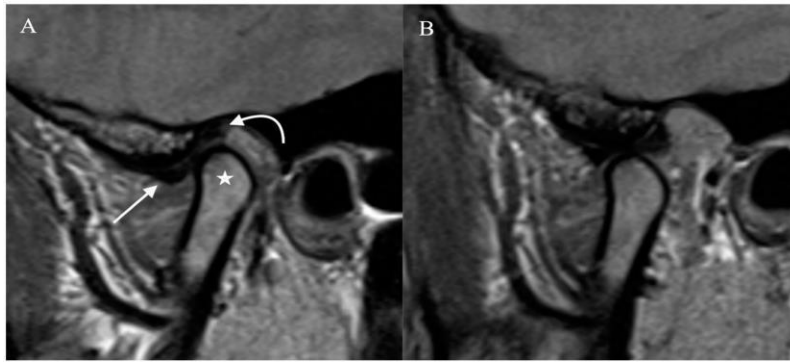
Resonancia magnética de una articulación temporomandibular normal. (A) La boca está cerrada; por ende, se observa el cóndilo (marcado con una estrella) en la fosa mandibular; entre ellos el disco articular (señalado por las flechas). (B) Se observa el desplazamiento de rotación y traslación del cóndilo cuando la boca se abre. ¹⁰
